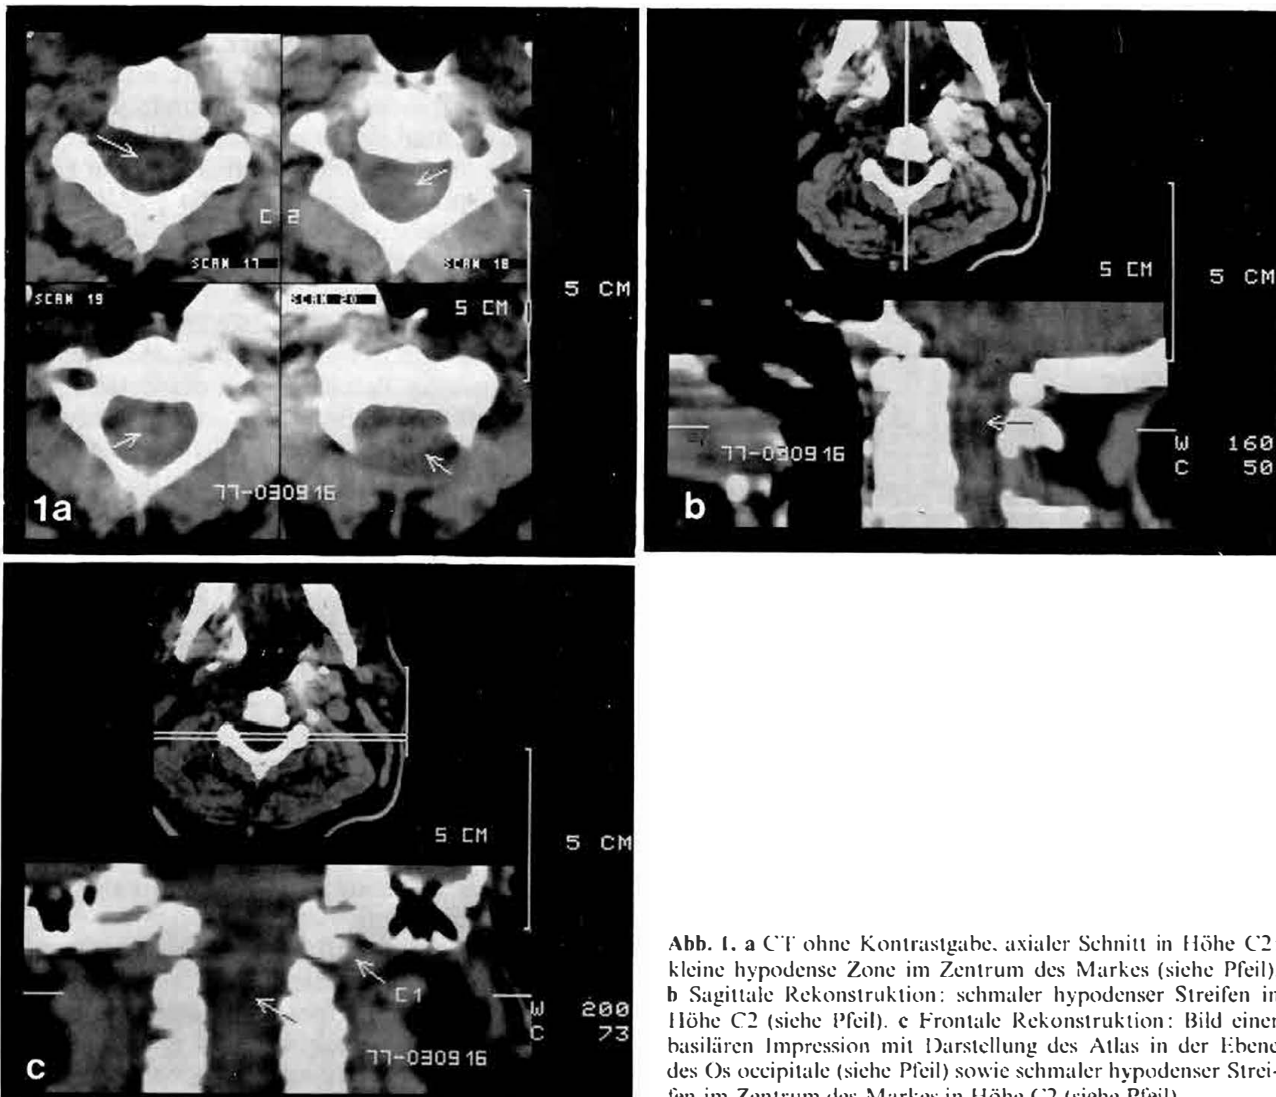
a CT ohne Kontrastgabe, axialer Schnitt in Höhe C2: kleine hypodense Zone im Zentrum des Markes (siehe Pfeil). b Sagittale Rekonstruktion: schmaler hypodensier Streifen in Höhe C2 (siehe Pfeil). c Frontale Rekonstruktion: Bild einer basiliären Impression mit Darstellung des Atlas in der Ebene des Os occipitale (siehe Pfeil) sowie schmaler hypodensier Streifen im Zentrum des Markes in Höhe C2 (siehe Pfeil)
